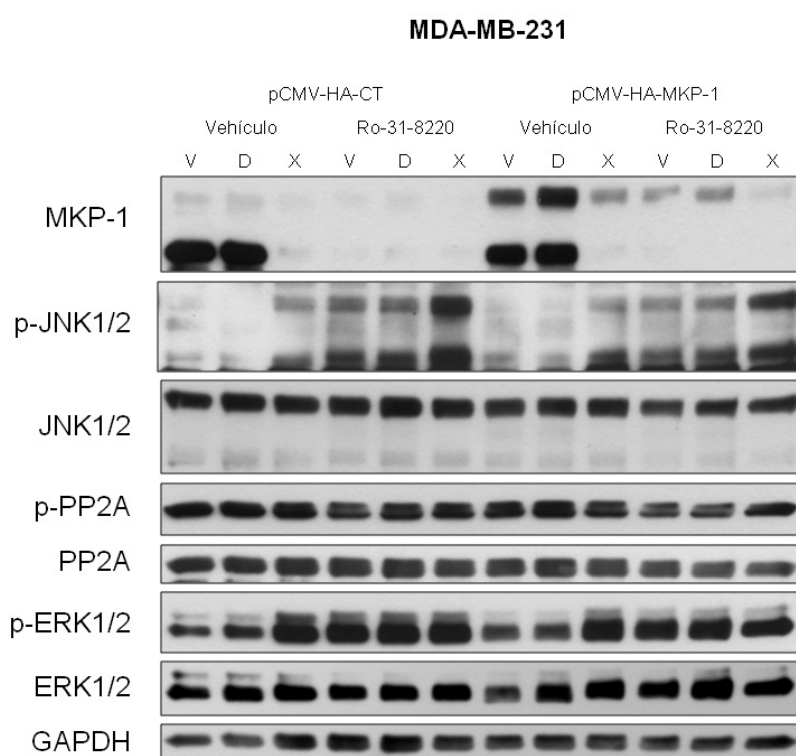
SDS-PAGE al 10% de acrilamida/bis-acrilamida de extractos de células MDA-MB-231 parentales y sobreexpresando MKP-1; tras el crecimiento en presencia del agente Ro-31-8220 (5 µg/ml); y el tratamiento con docetaxel (D; 50 nmol/L) y doxorrubicina (X; 10 µmol/L), durante 24 horas. Posterior inmunodetección por western blotting de MKP-1, p-JNK1/2, JNK1/2, fosfo-PP2A, PP2A y GAPDH (control de carga). pCMV-HA-CT: vector vacío. pCMV-HA-MKP-1: vector de expresión de MKP-1.
